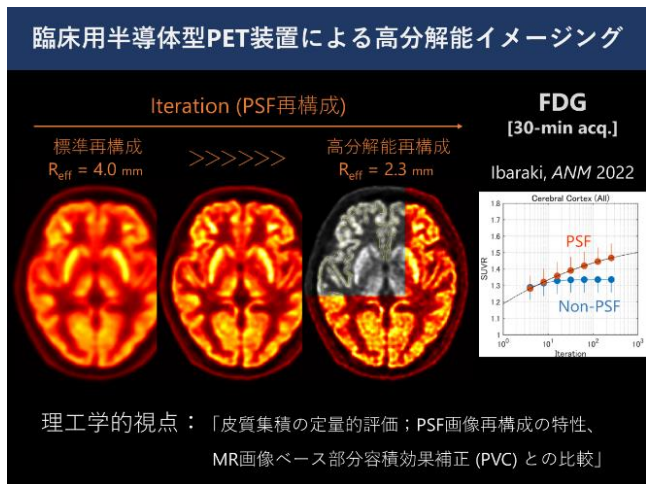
高分解能臨床 PET 装置による脳 FDG 画像
